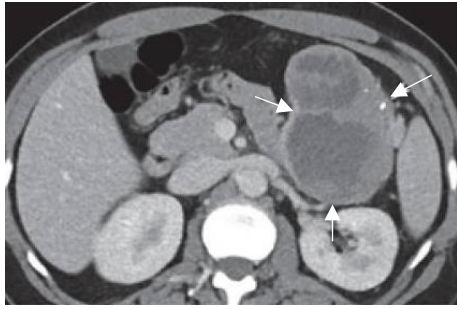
SPN, CT (Bollen and Wessels 2018)
